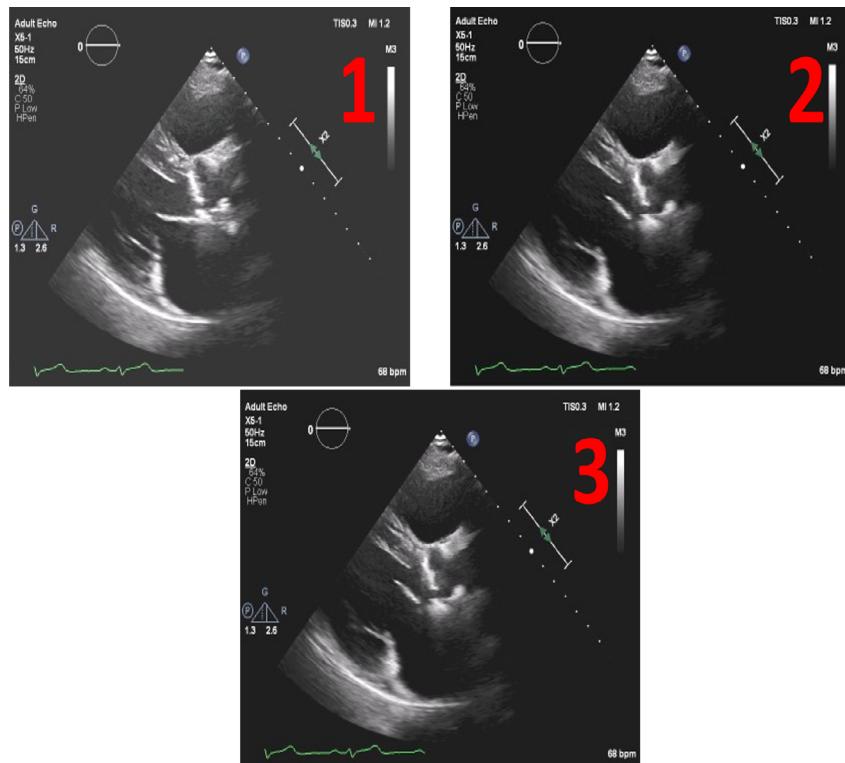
Exemplos de ecocardiografia com diferentes níveis de Windrow (WL): (1) WL = 75, (2) WL = 100, e finalmente, (3) WL = 125. Todos com uma Largura de Janela fixa de 250
